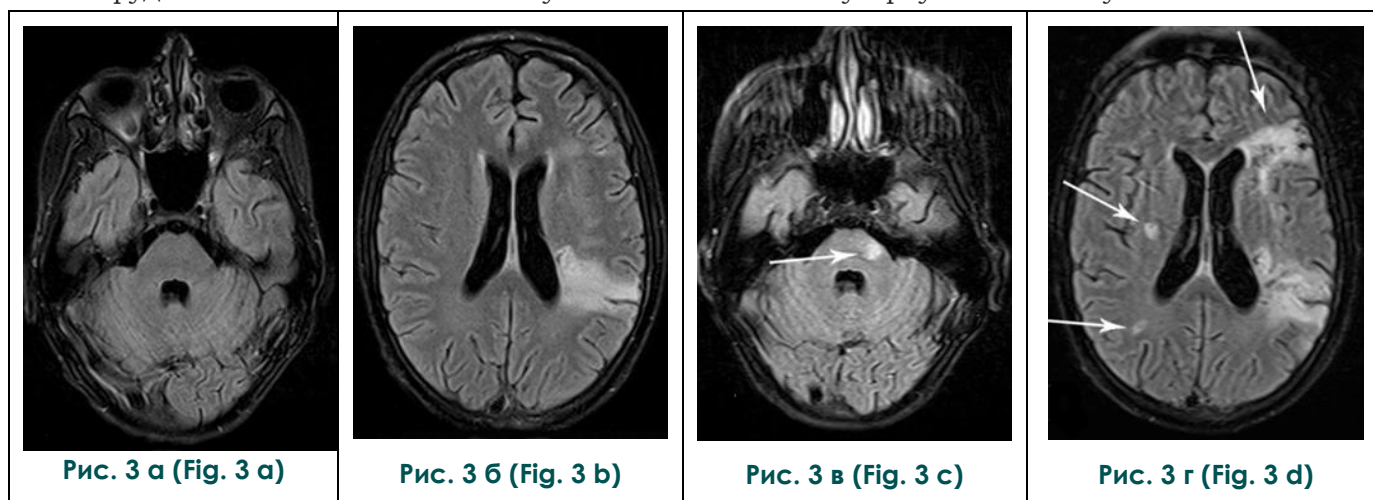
МРТ исследования с разницей во времени в три месяца. Все изображения T2 FLAIR, аксиальные реконструкции.
